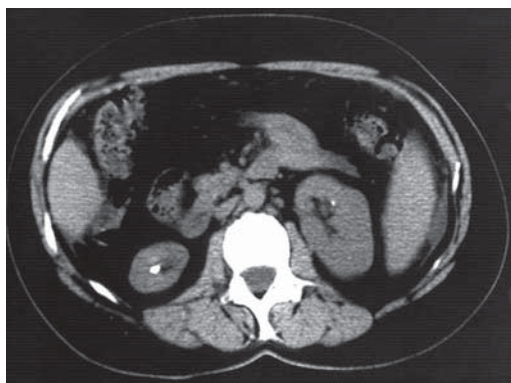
Calculi renali bilaterali. Secțiune axială CT.
